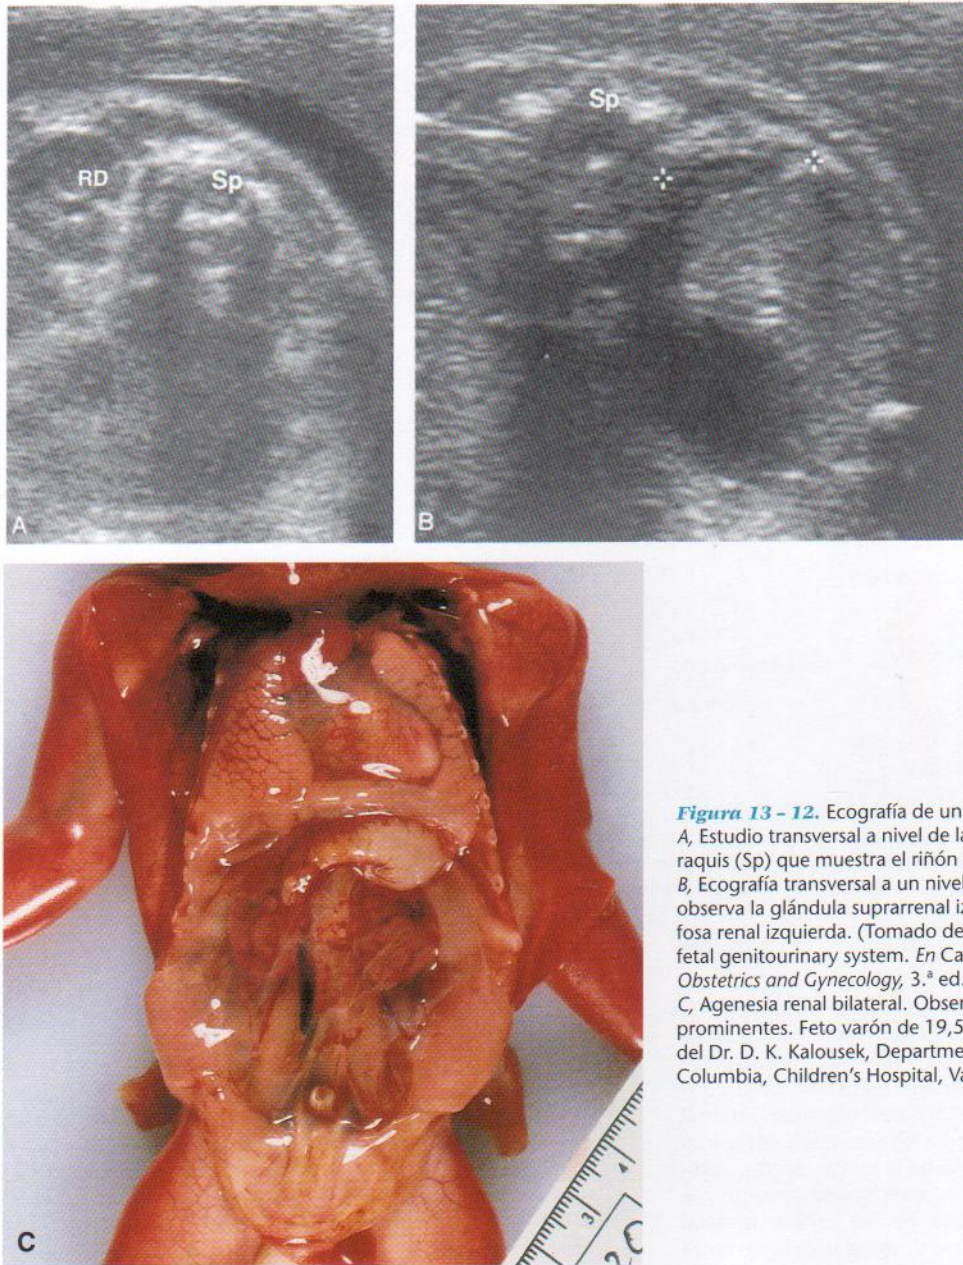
Ecografía de un feto con agenesia renal unilateral. A, Estudio transversal a nivel de la región lumbar de la columna vertebral o raquis (Sp) que muestra el riñón derecho (RD) pero no el izquierdo. B, Ecografía transversal a un nivel ligeramente más alto en el que se observa la glándula suprarrenal izquierda (entre los cursores) dentro de la fosa renal izquierda. (Tomado de Mahony BS: Ultrasound evaluation of the fetal genitourinary system. En Callen PW [ed.]: *Ultrasonography in Obstetrics and Gynecology*, 3.ª ed. Filadelfia, WB Saunders, 1994.) C, Agenesia renal bilateral. Observe las glándulas suprarrenales prominentes. Feto varón de 19,5 semanas de desarrollo. (Cortesía del Dr. D. K. Kalousek, Department of Pathology, University of British Columbia, Children's Hospital, Vancouver, B.C., Canadá.)
